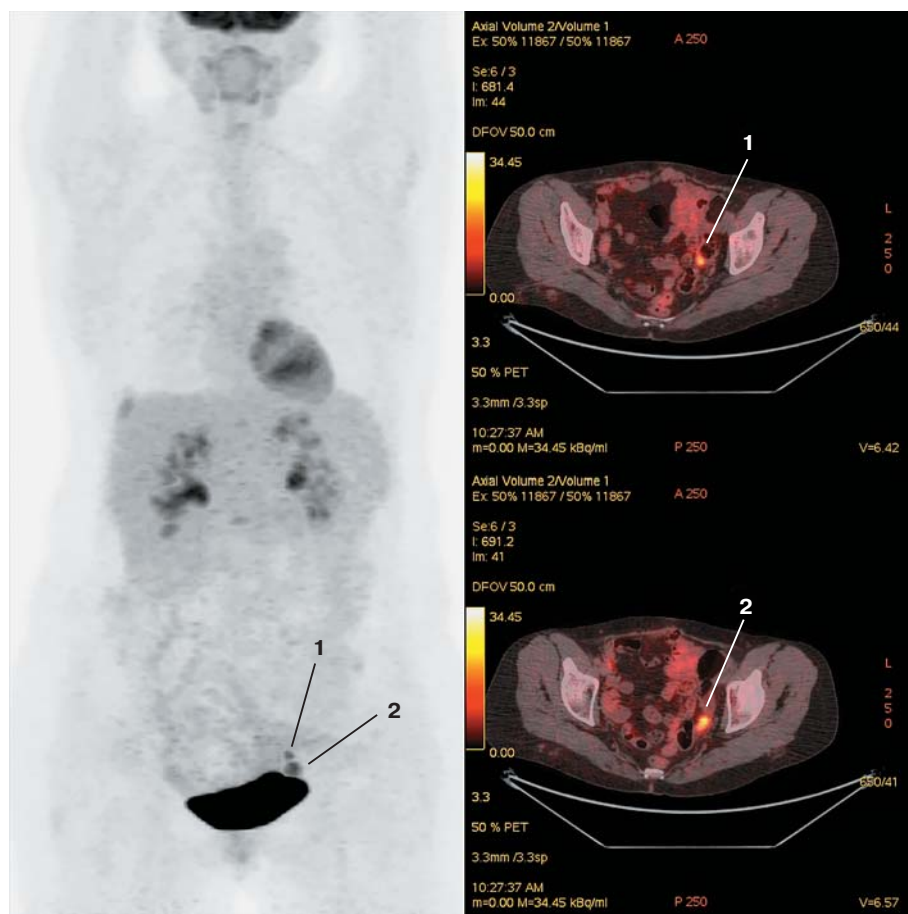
Позитронно-эмиссионная томограмма. Метастазы (стрелки) на брюшине малого таза через 8 мес после трансплантации печени.
